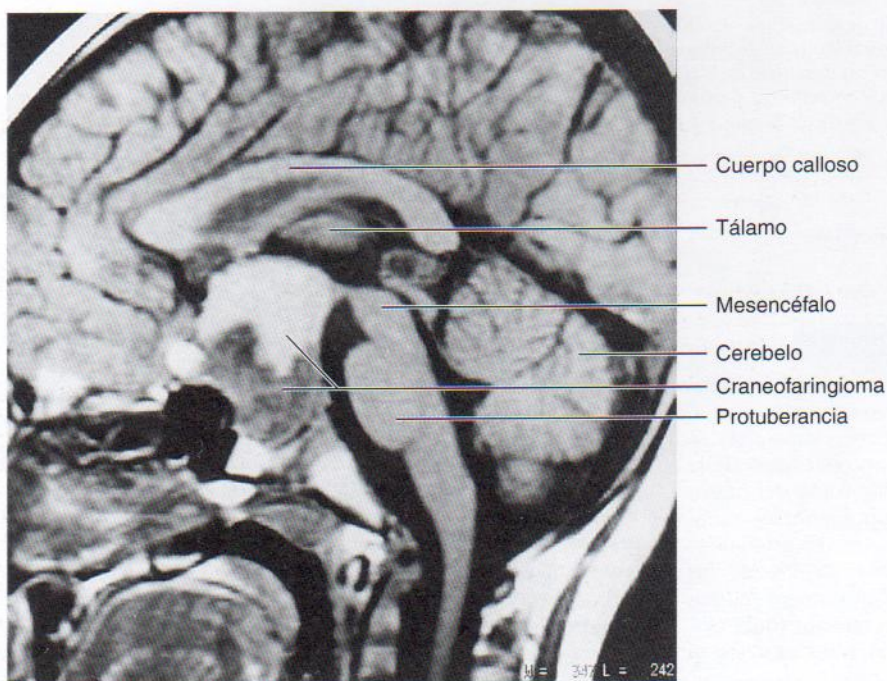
26. Imagen sagital de resonancia magnética de un varón de 4 años de edad que acudió a consulta con cefalea y atrofia óptica. Una masa grande (4 cm) ocupa una silla turca que ha sufrido un aumento de tamaño y se expande hacia abajo hacia el hueso esfenoides y hacia arriba hacia la cisterna supraselar. La intervención quirúrgica confirmó la presencia de un craneofaringioma. La mitad inferior de la masa es sólida y tiene aspecto oscuro, en tanto que la superior es quística y más brillante. (Cortesía del Dr. Gerald S. Smyser, Altru Health System, Grand Forks, ND, EE.UU.)
